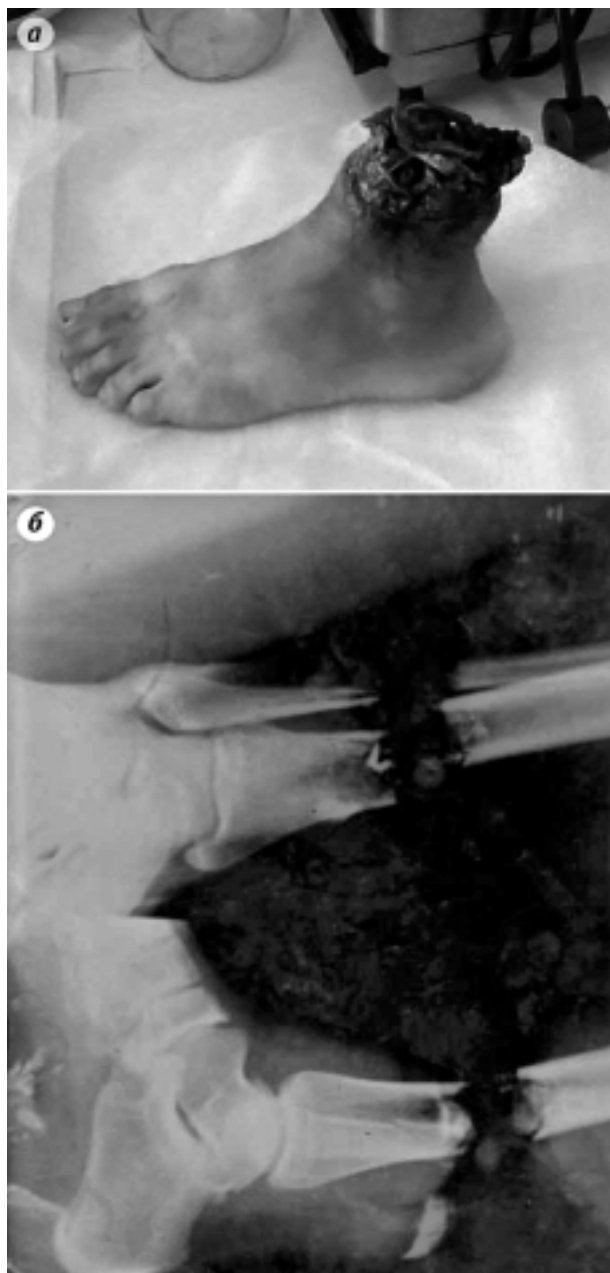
Отчлененный сегмент левой нижней конечности пациента Г. при поступлении (а); рентгенограмма при поступлении (б)
